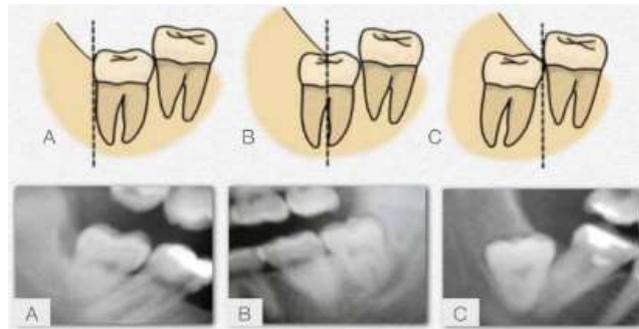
Imagen y radiografías panorámicas extraorales de las relaciones del tercer molar con la rama ascendente de la mandíbula y segundo molar. A. Clase I; B. Clase II; C. Clase III ⁽¹⁶⁾.
